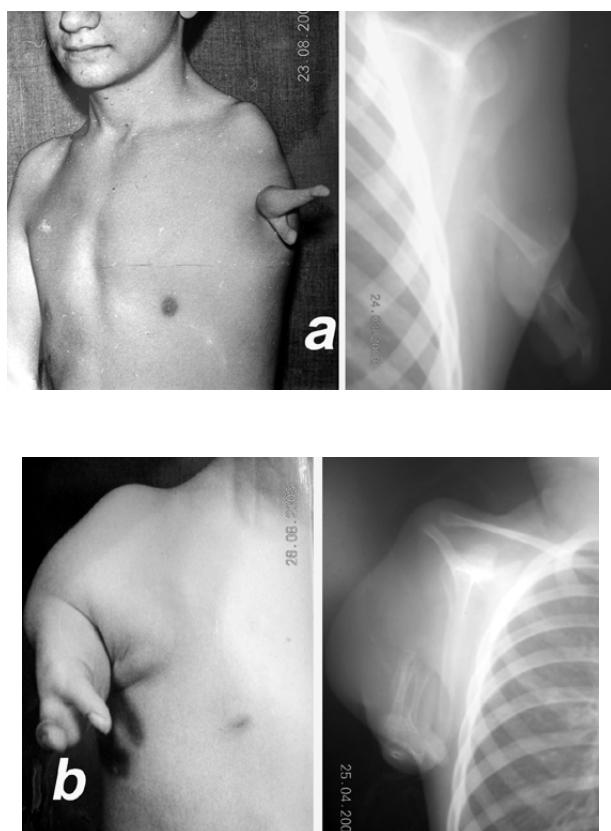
Внешний вид и рентгенограммы пациентов третьей группы: а — однолучевая двухпалая кость; б — четырехпалая кость.
